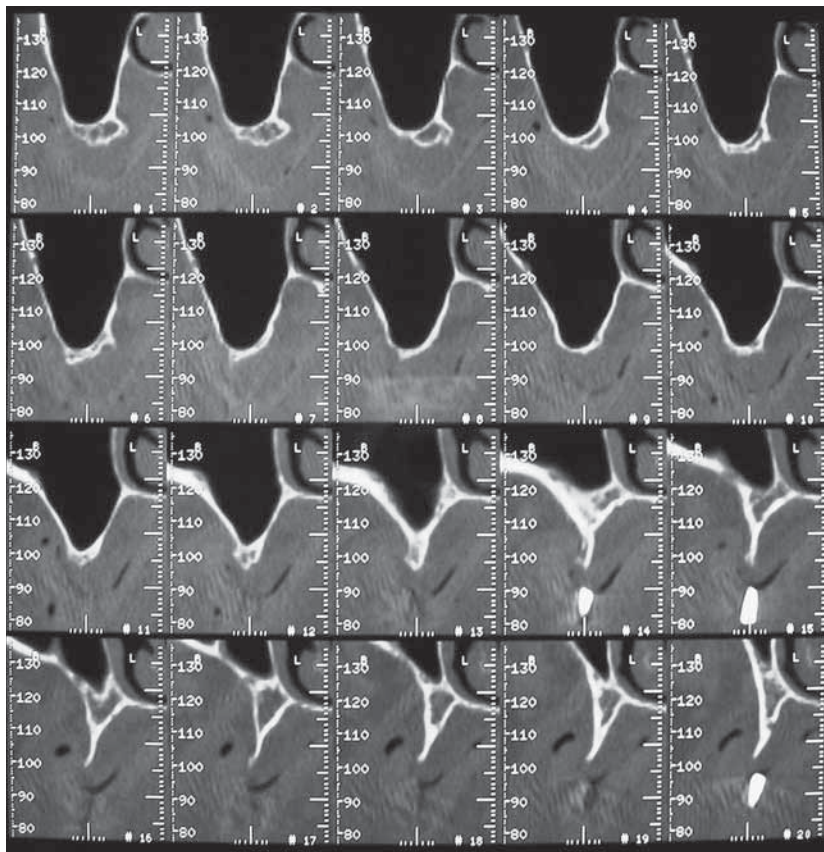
La tomographie numérique met en évidence la résorption marquée, tant horizontale que verticale, de la crête alvéolaire. Le volume osseux disponible pour la pose d'implants destinés à supporter un bridge fixe est jugé insuffisant.
